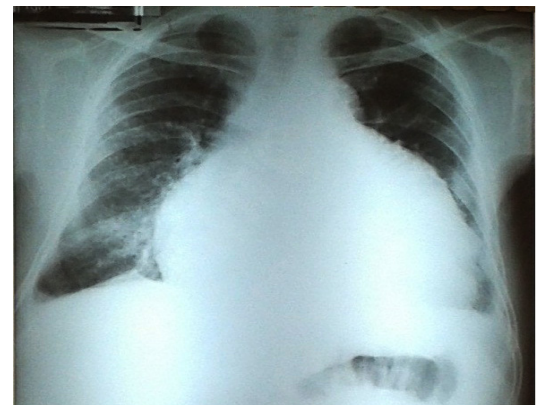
Radiografía de Tórax (Postero-Anterior) con diagnóstico de Cardiomegalia grado IV e insuficiencia cardiaca. Paciente: SMD
